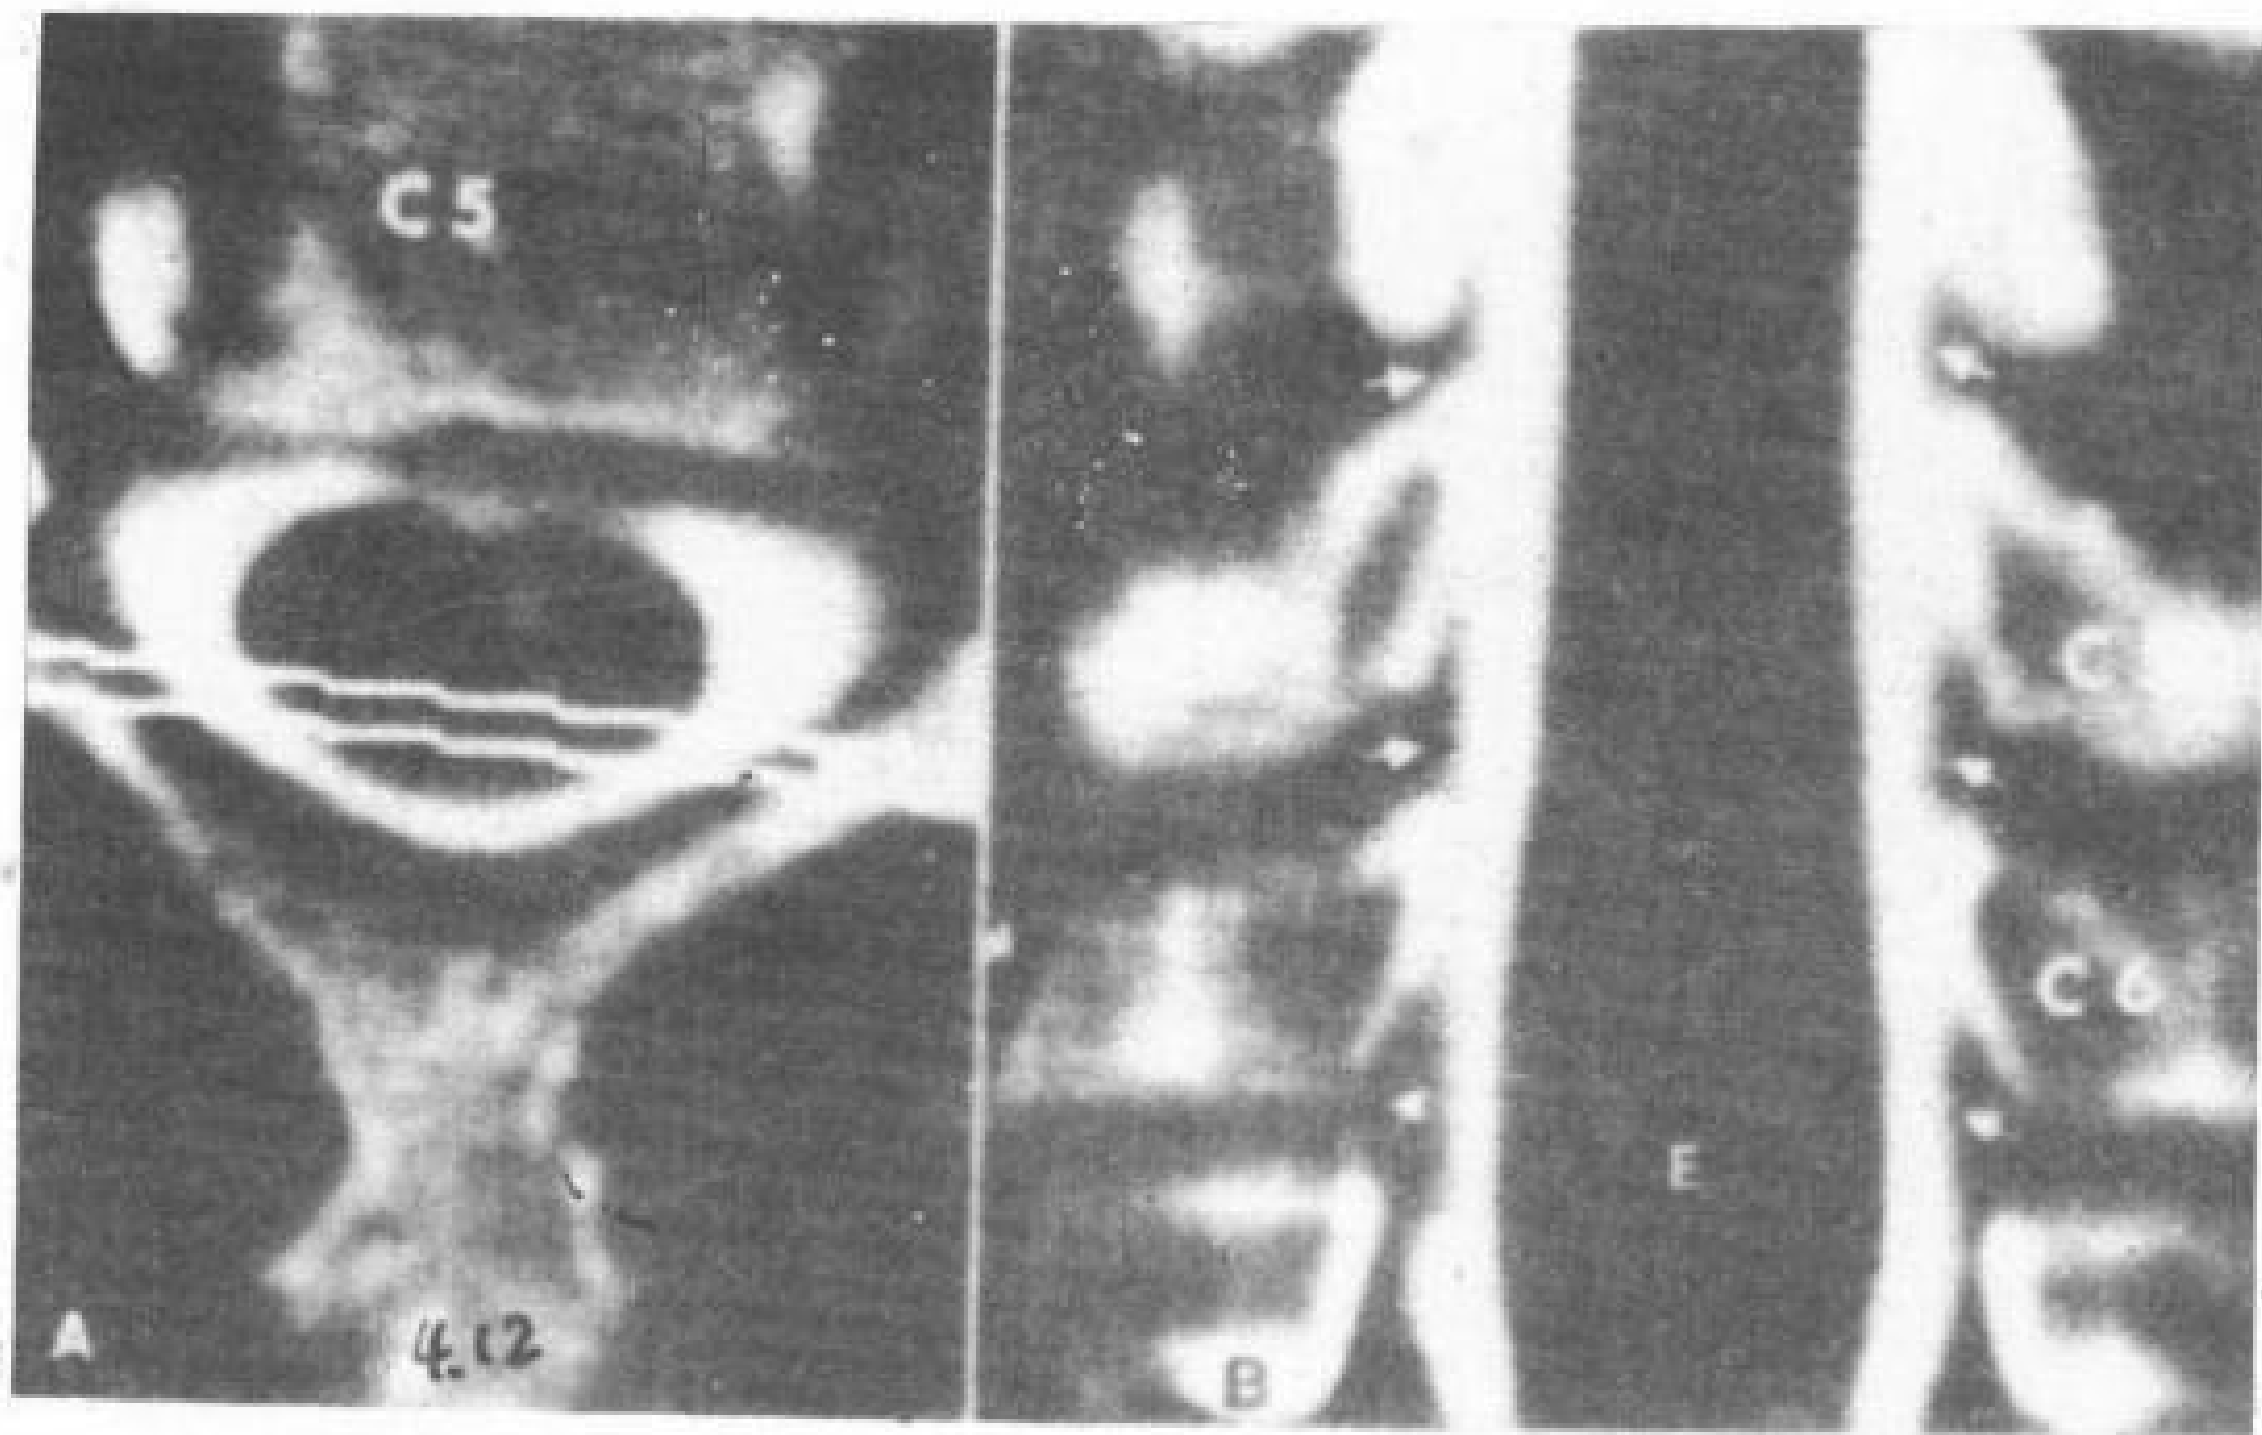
A. C<sub>5</sub>-C<sub>6</sub> 平面横断 CT 扫描。二条白线为重
